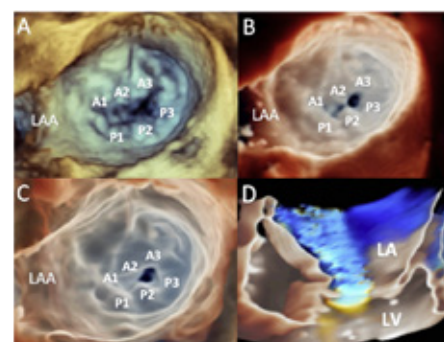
⁵.Regurgitación mitral isquémica: Genovese D, Addetia K, Kebed K, et al. First Clinical Experience With 3-Dimensional Echocardiographic Transillumination Rendering. JACC: Cardiovascular Imaging. 2019;12:1868–1871
